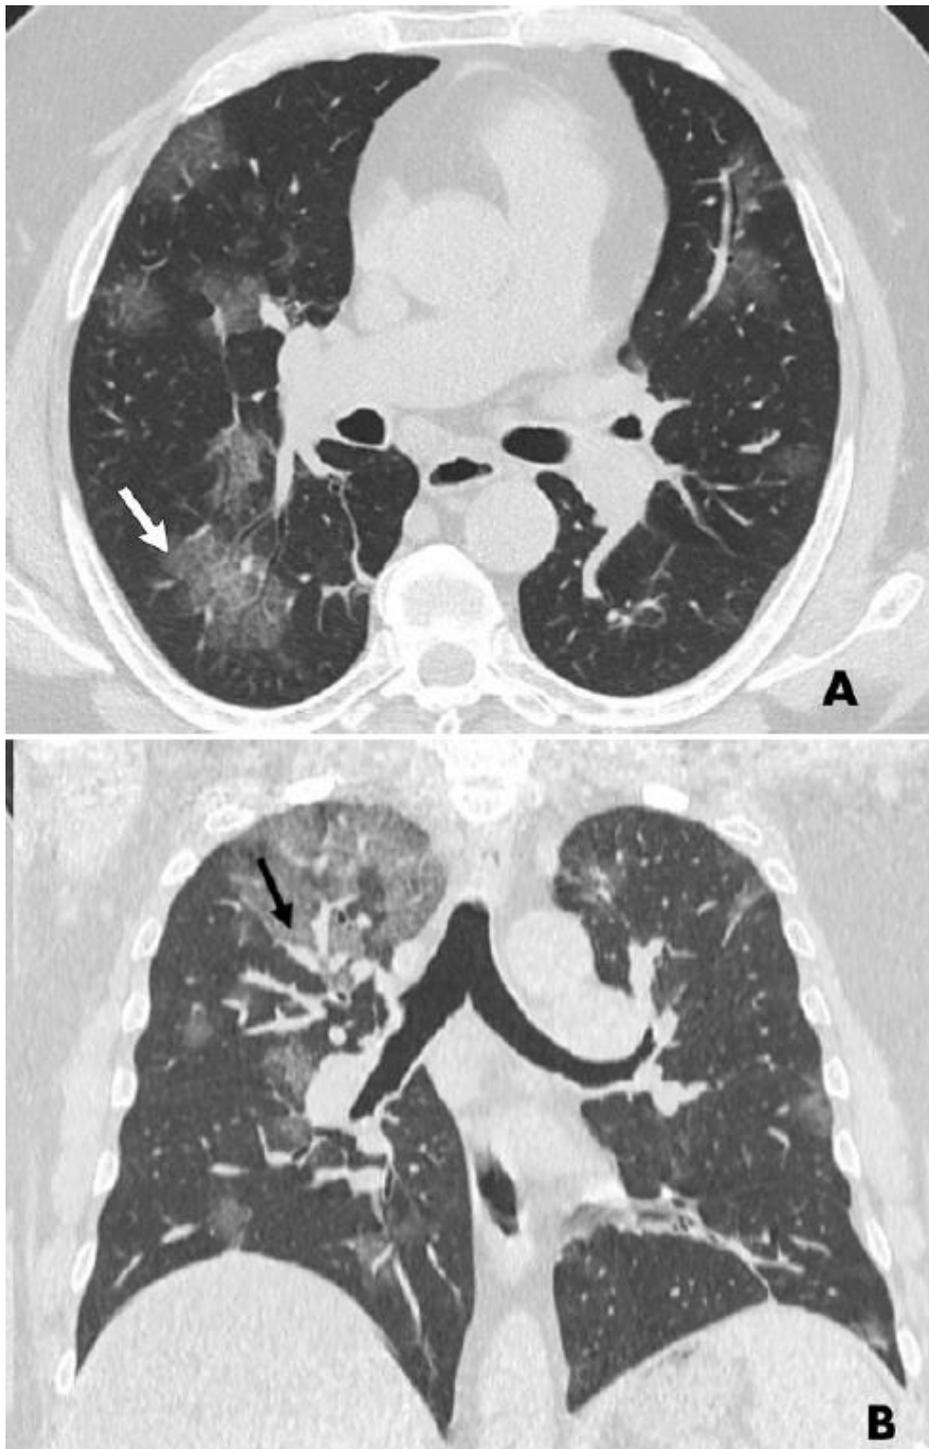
Wanita 61 tahun dengan penyakit coronavirus (COVID-19). Gambar CT axial menunjukkan *ground-glass opacity* disertai *vascular thickening* (panah). (Li Y, 2020)
